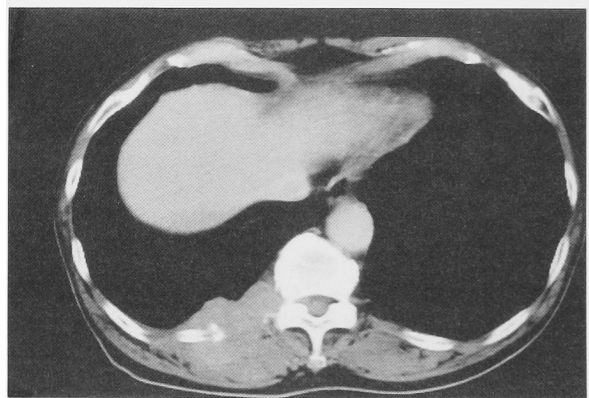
CT scan revealed tumor existing from the right pleura to the back.
